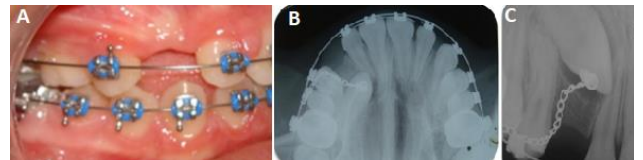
A) Alineación y nivelación. B) Tracción con fuerzas ligeras vista oclusal. C) Radiografía periapical de tracción con fuerzas ligeras.
